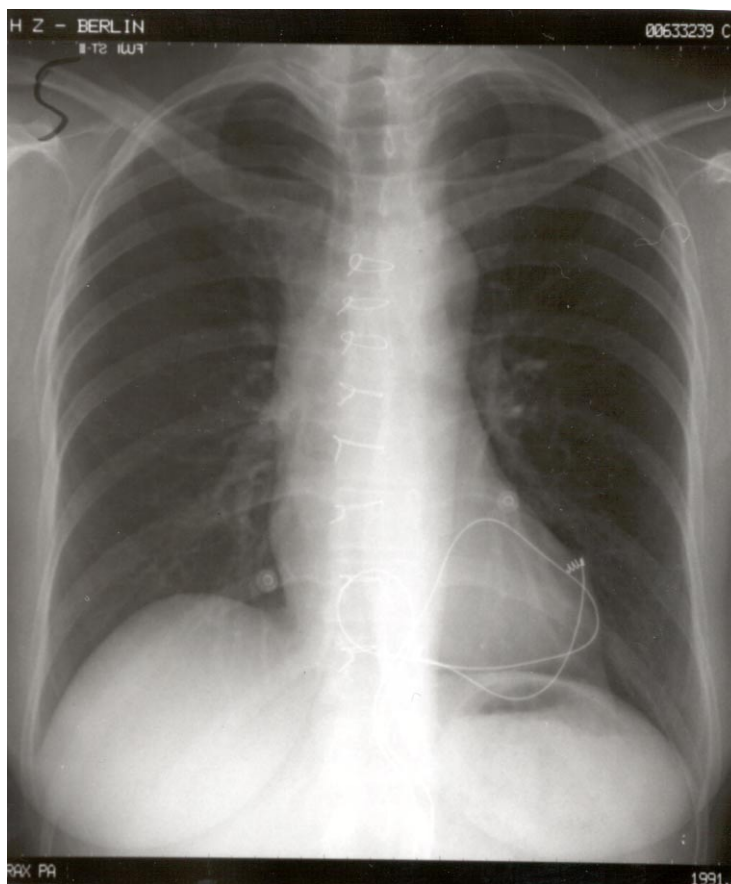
Röntgen-Thorax-Bild eines Patienten 81 Monate nach Patchrekonstruktion mit einem kryokonservierten Aortenallograft zeigt keinen Hinweis auf Kalzifikationen.
